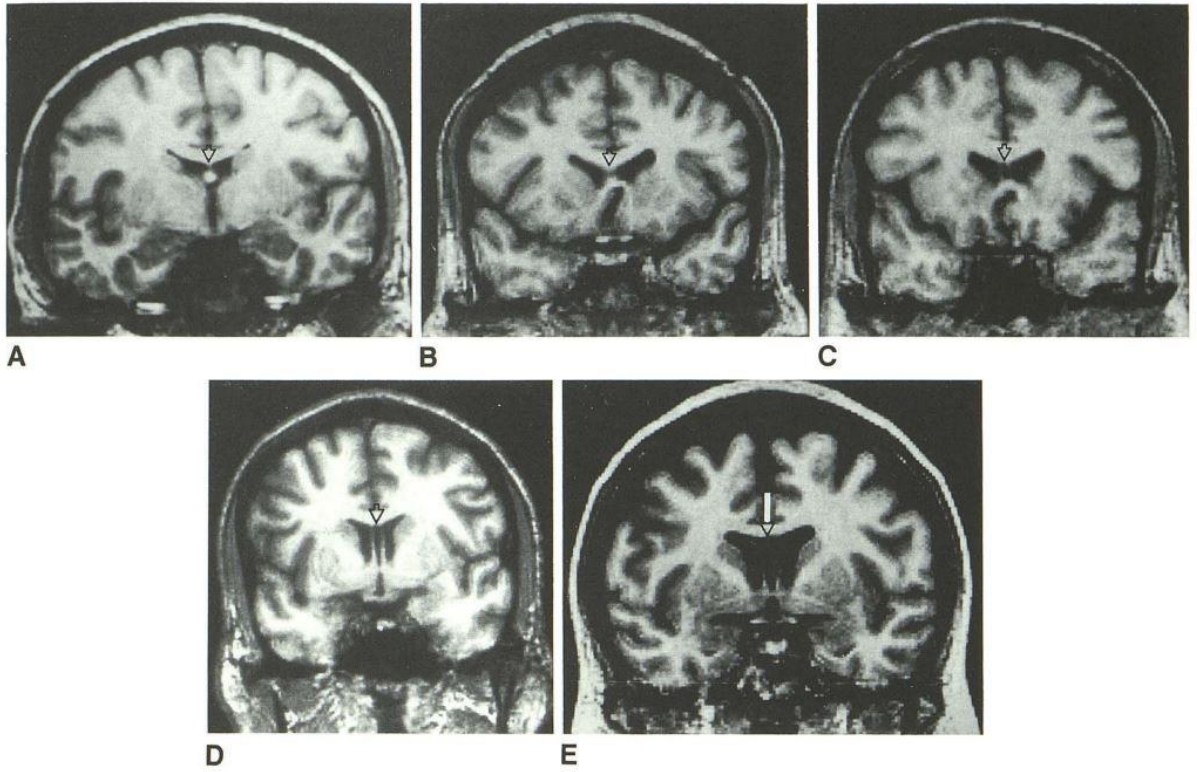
CSP'nin BT ile çekilmiş koronal kesitleri
